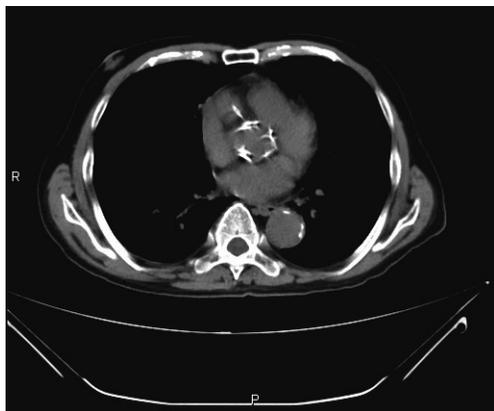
入院時CT：右冠動脈の中樞に石灰化を認めるが、動脈瘤は存在しない。
